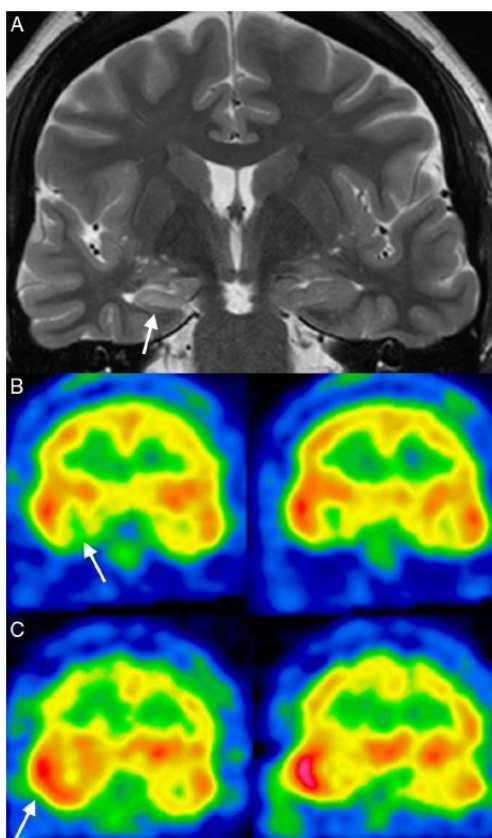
Paciente com convulsões parciais complexas com origem no lobo temporal. (A) MR com sequência ponderada em T2 mostrando atrofia e hipersinalização no hipocampo direito. (B) SPECT interictal com HMPAO-^{99m}Tc mostrando hipoperfusão na porção anterior do lobo temporal direito. (C) SPECT ictal mostrando perfusão extensiva e intensa no lobo temporal direito. Adaptado da referência (79).
